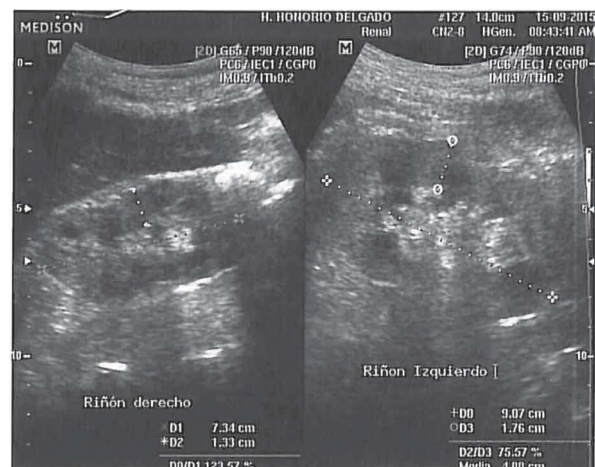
Ecografía renal de paciente.
